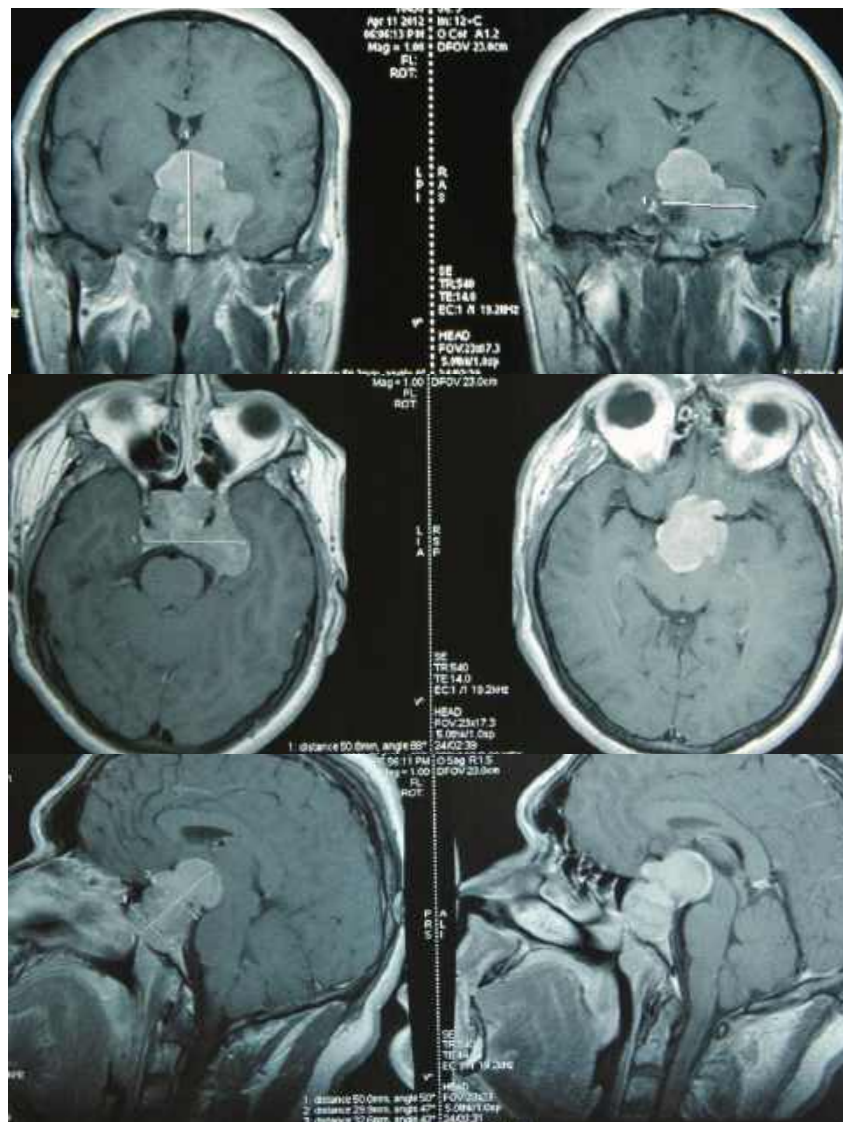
Спостереження №53. Хворий Є-ов, (історія хвороби №1625/2). Доопераційна МРТ у випадку застосування птеріональної краніотомії.
